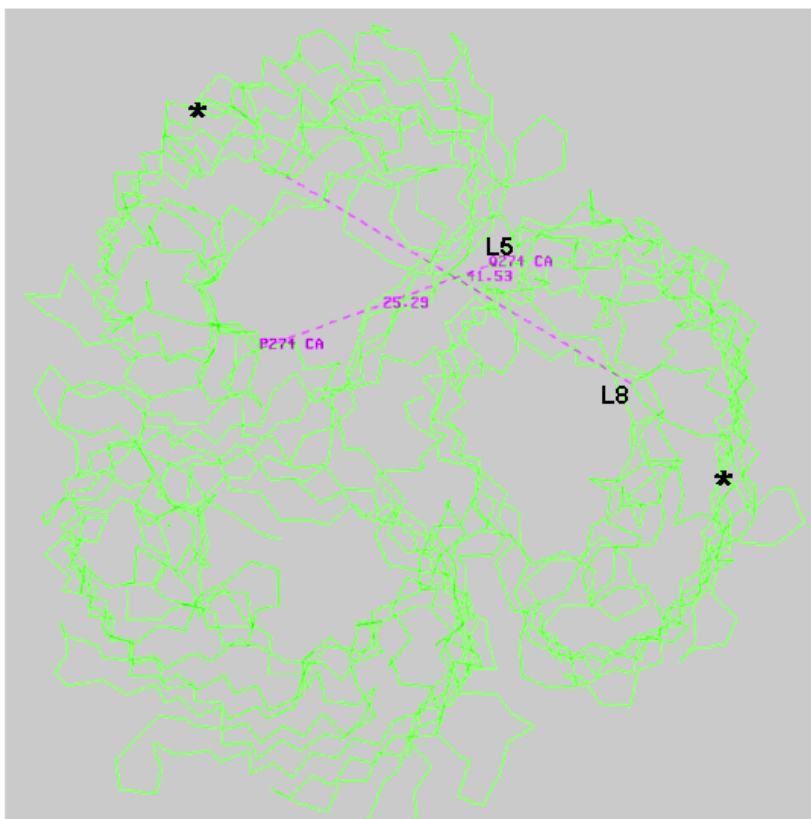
Abstände zwischen den exponiertesten extrazellulären Loops benachbarter Monomere innerhalb des Trimers (Röntgenstruktur): starrer Loop 8 an der peripheren Wand des Barrels ($41,5 \text{ \AA}$) und flexibler Loop 5 ($25,3 \text{ \AA}$). Die Sterne markieren den oberen Rand der peripheren Wand des Barrels (Abstand der $C_{\alpha}371, \beta14$: $62,7 \text{ \AA}$). Die grau hinterlegte Fläche hat eine Kantenlänge von 85 \AA . Erzeugt mit O (K. Diederichs).
